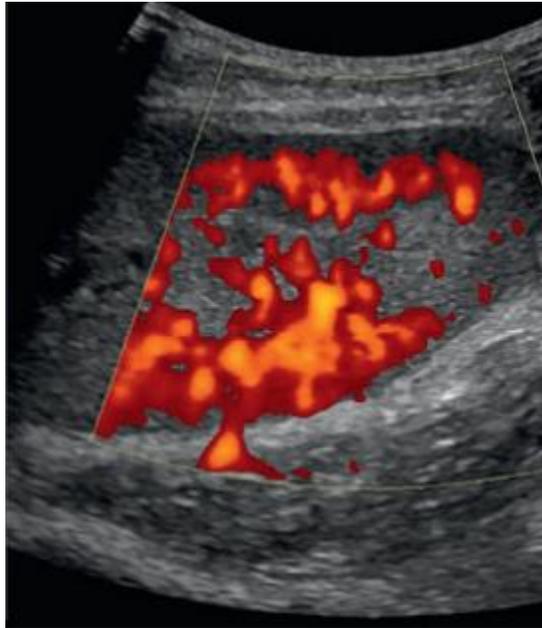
Ultrasonido renal en un corte longitudinal observándose ausencia focal de perfusión tras interrogar el polo inferior con Doppler poder. (Rumack, 2018).
